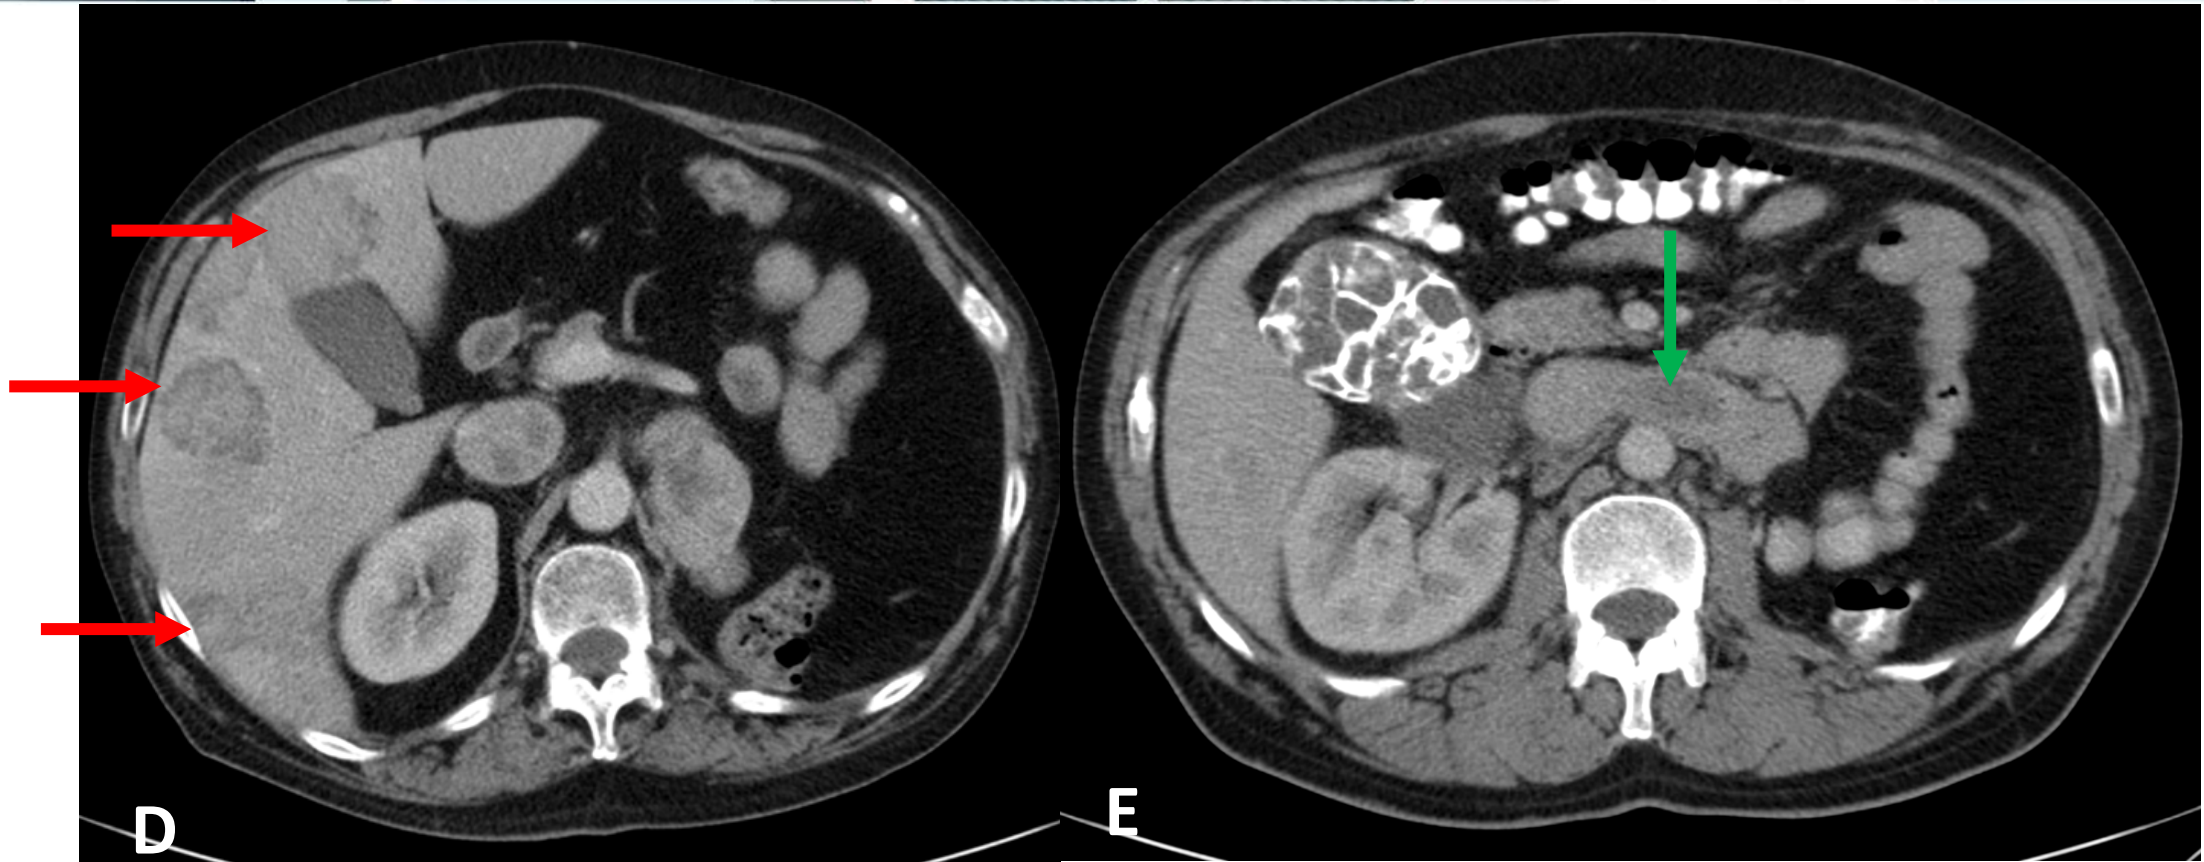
A: Radiografía AP de abdomen en la que se observan calcificaciones groseras en hipocondrio derecho (flecha azul). B: tras realizar TAC de abdomen, se identificó masa redondeada con calcificaciones, groseras, a modo de “panal de abeja”, que era dependiente del riñón derecho (flecha amarilla), asociadas a trombo en vena renal y vena cava inferior, así como metástasis hepáticas, hallazgos sugestivos de neoplasia renal maligna avanzada. C: Múltiples metástasis hepáticas en ambos lóbulos (flechas rojas). D: Metástasis adrenal izquierda con necrosis en su interior. E: Trombo (flecha verde) en la vena renal y vena cava así como recidiva del tumor izquierdo.
